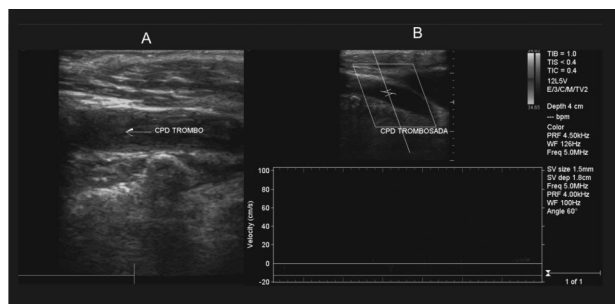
A. Ecografía bidimensional en la que se observa oclusión de la arteria carótida primitiva derecha (CPD) por trombo antiguo (flecha). B. Ausencia de señales Doppler en la arteria.
